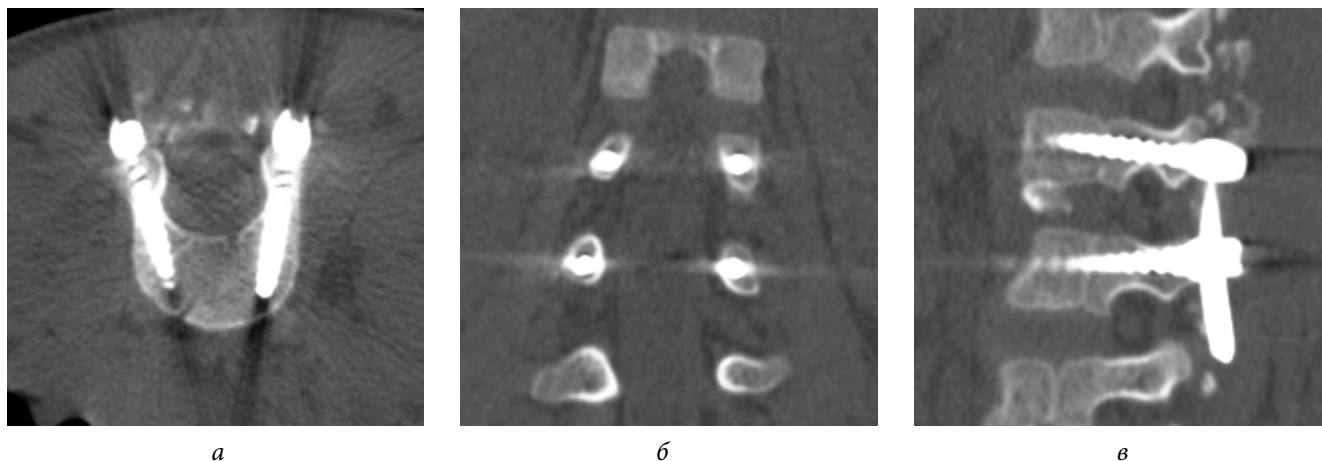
Мультиспиральная компьютерная томограмма позвоночника пациента с врожденным сколиозом после экстирпации заднебокового полупозвонка L₂ с установленными транспедикулярными винтами при помощи шаблона-направителя, положение винтов полностью корректное: *а* — срез в аксиальной плоскости; *б* — срез в коронарной плоскости; *в* — срез в сагиттальной плоскости
